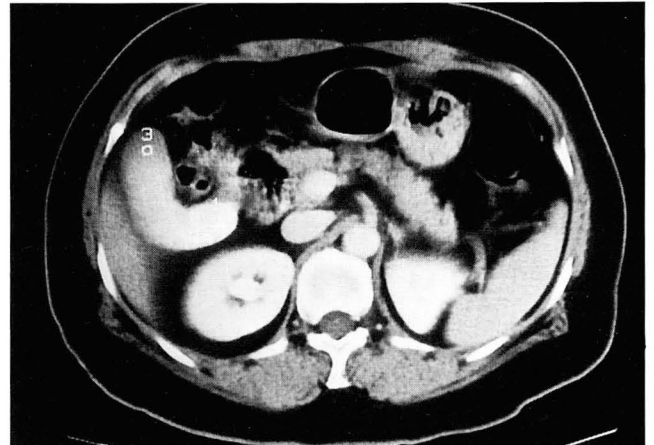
CT scan in a 68-year-old woman with uterine cervical carcinoma, obtained 10.5 hours after intravenous urography shows layering between contrast media and bile.
